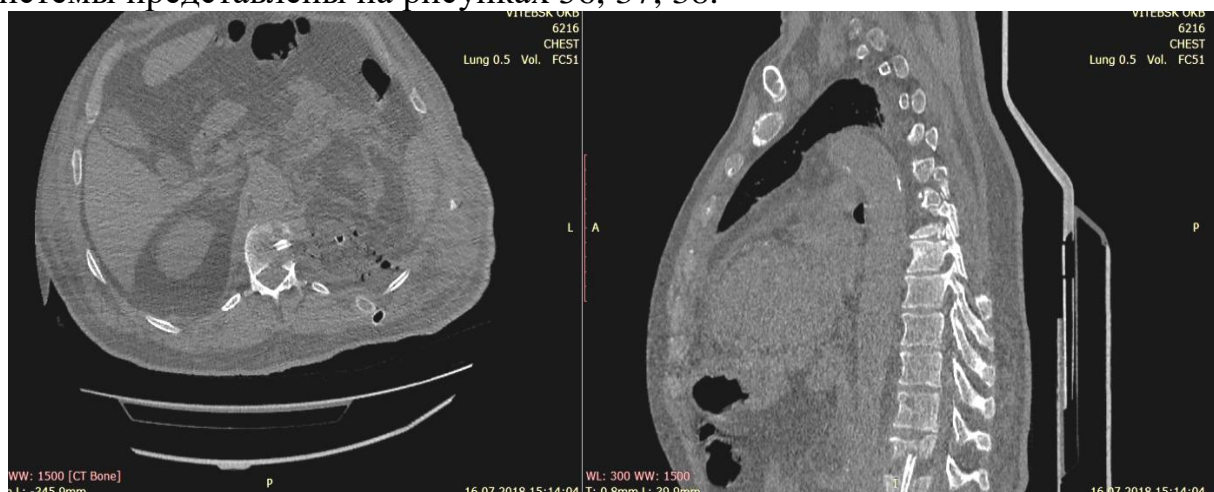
КТ спондилодисцита Th₁₂-L₁ с паравертебральным абсцессом и гнойно-некротическим псоитом слева
